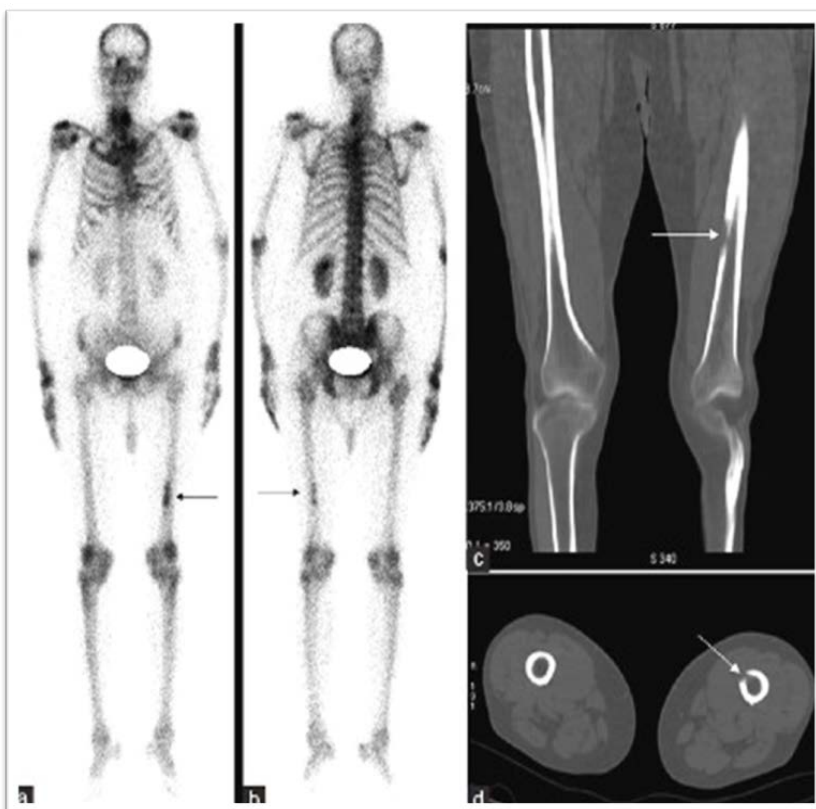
39-year-old woman. Diagnosed: right breast cancer 5 years ago, stage IIb, morph: ductal-invasive carcinoma. Treatment was performed: right-sided mastectomy, chemotherapy, hormone therapy (5 years). Currently, in blood high level of onco-marker. BS revealed increased uptake in left femoral diaphysis probably the focus of MTS damage, a CT scan revealed damage to the cortical layer of the bone, biopsy revealed the presence of a metastatic lesion in the mentioned area.
